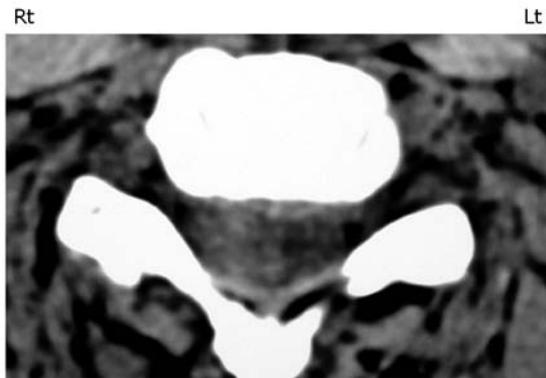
CT did not demonstrate any calcified component in the tumor.
